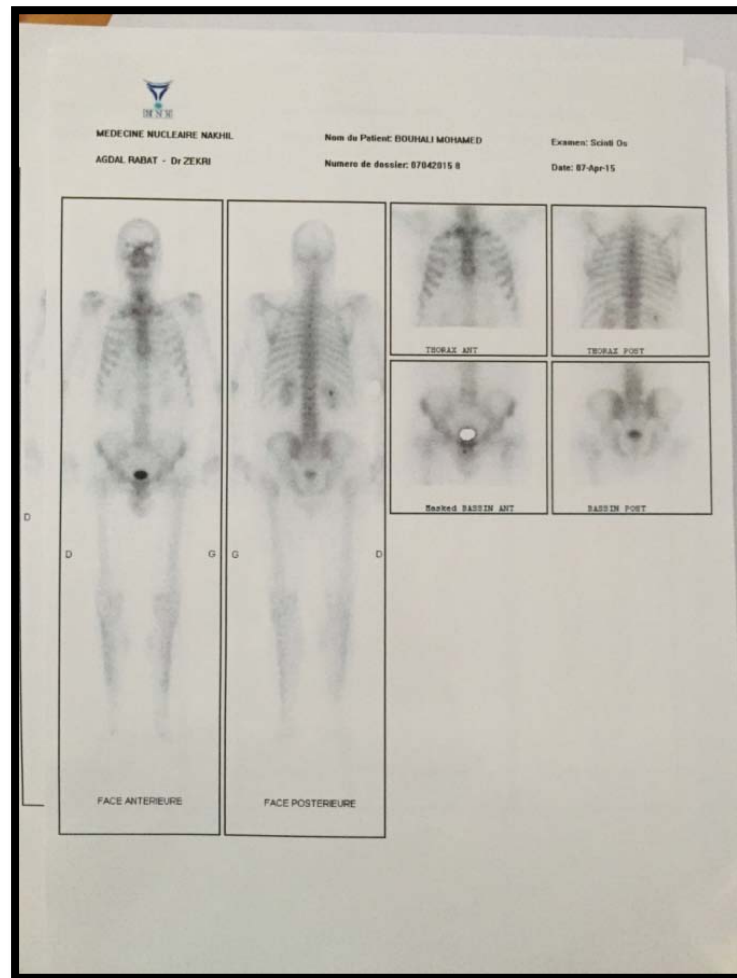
scintigraphie osseuse sans anomalies
